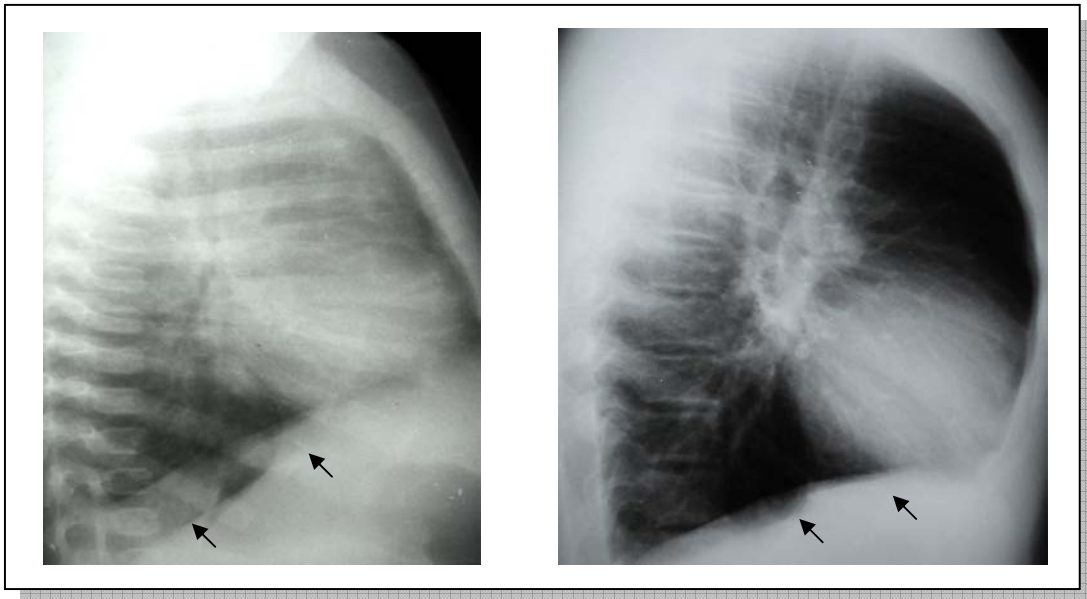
Radiografia do estudo anterior mostrando a retificação das cúpulas diafragmáticas (setas) no paciente número 18
